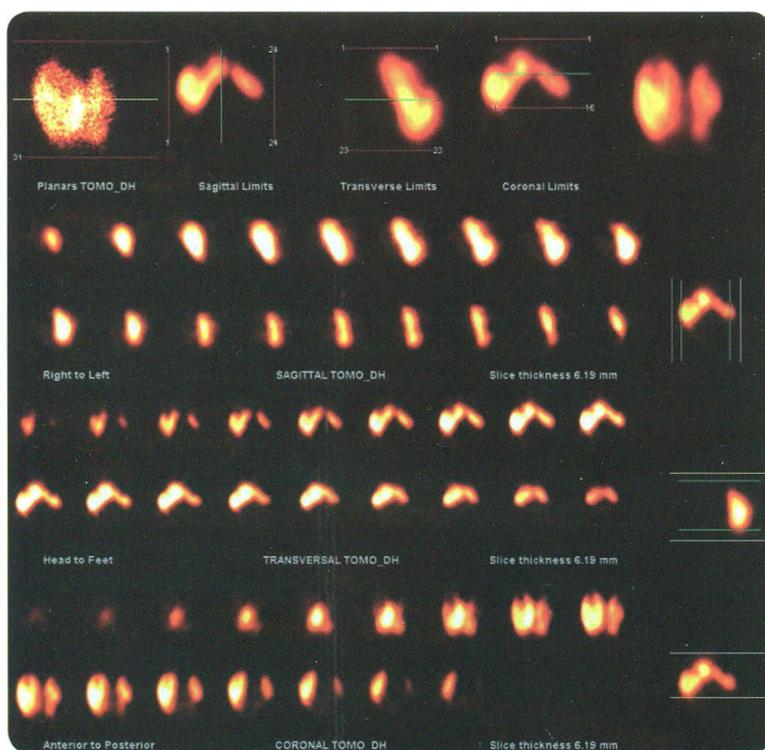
Однофотонная эмиссионная томограмма у ребенка с подковообразной почкой
